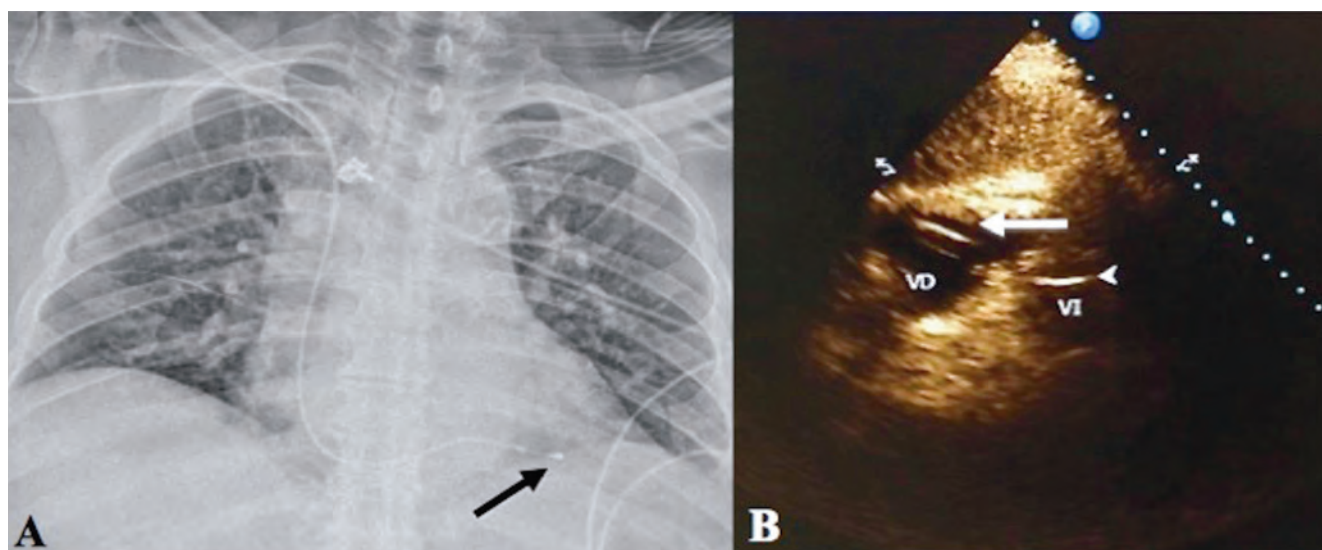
(A) Radiografía de tórax con imagen de punta de marcapaso temporal en posición anómala (Flecha) y (B) ecocardiograma con ventana subcostal con marcapaso entre los ventrículos (Flecha).
